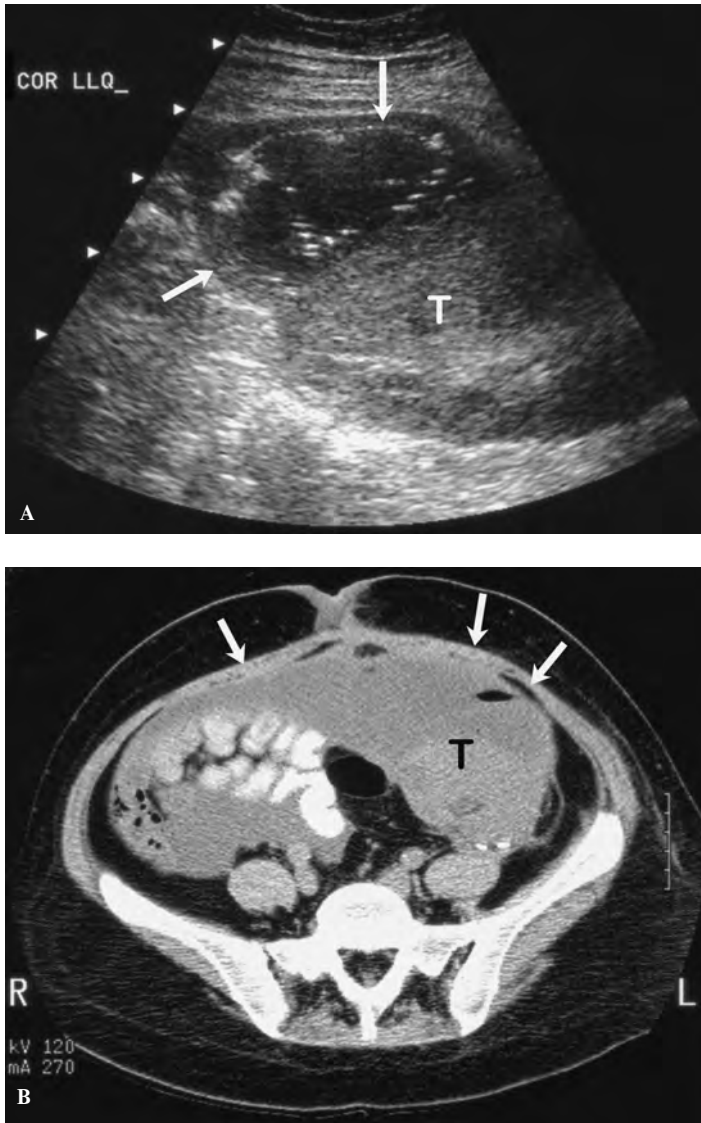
Абсцесс. *А.* Продольный вид трансплантата почки в левом нижнем квадранте (*T*) со сложным скоплением жидкости в области верхнего полюса (*стрелки*), содержащим внутренние эхо. *В.* Компьютерная томограмма того же пациента, что на рис. 26-13 *А* – трансплантат (*T*) и абсцесс, содержащий газ (*стрелки*). Обратите внимание на то, что абсцесс переходит через среднюю линию в правый нижний квадрант, что не было видно на ультразвуковом изображении.
